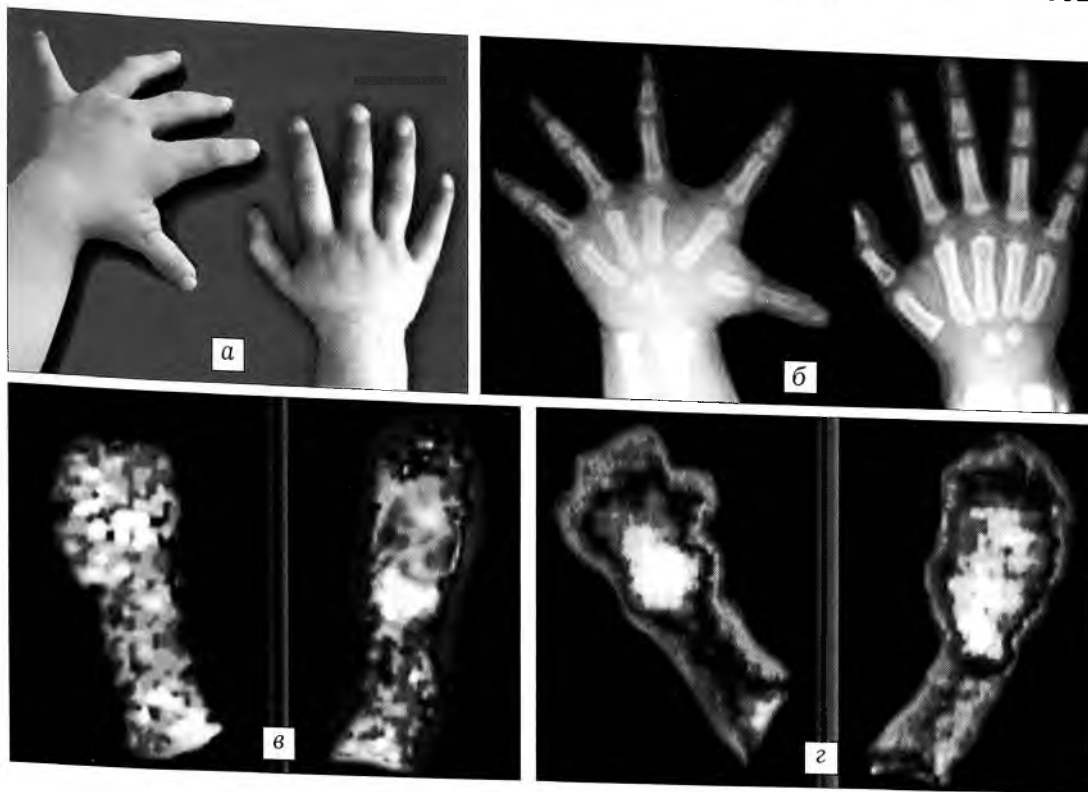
Внешний вид (а), рентгенограмма (б) и сцинтиграммы (в, з) кистей больной К. 2 лет с врожденным гигантизмом левой кисти, 3-я форма.
